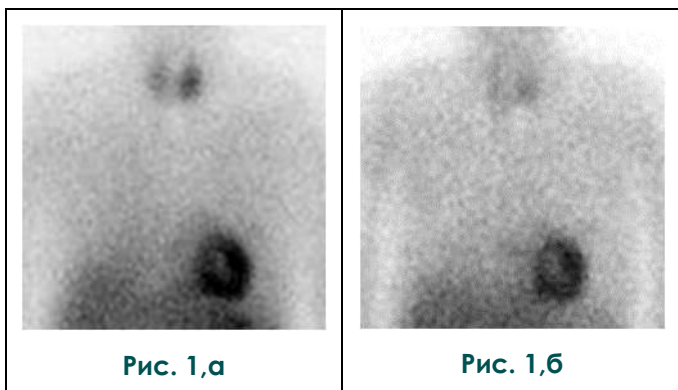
(а,б). Сцинтиграфия ОГК с ^{199}Tl -хлоридом. Передняя прямая проекция.
